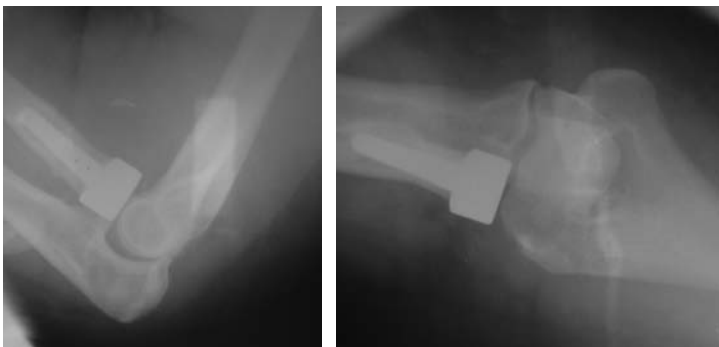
Рентгенограмма больной К., 61 года, после установки монополярного эндопротеза Liverpool (Biomet)
